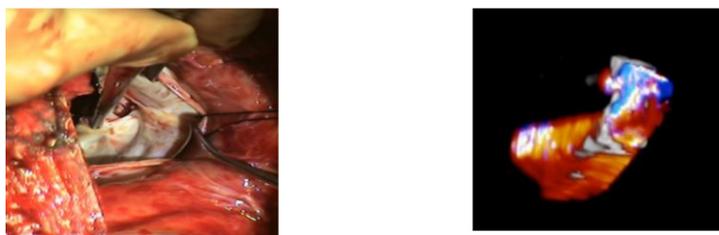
sitio de dehiscencia durante el abordaje quirúrgico inicial. Figura 3. fuga paravalvular mitral por doppler color en ETE3DTR
